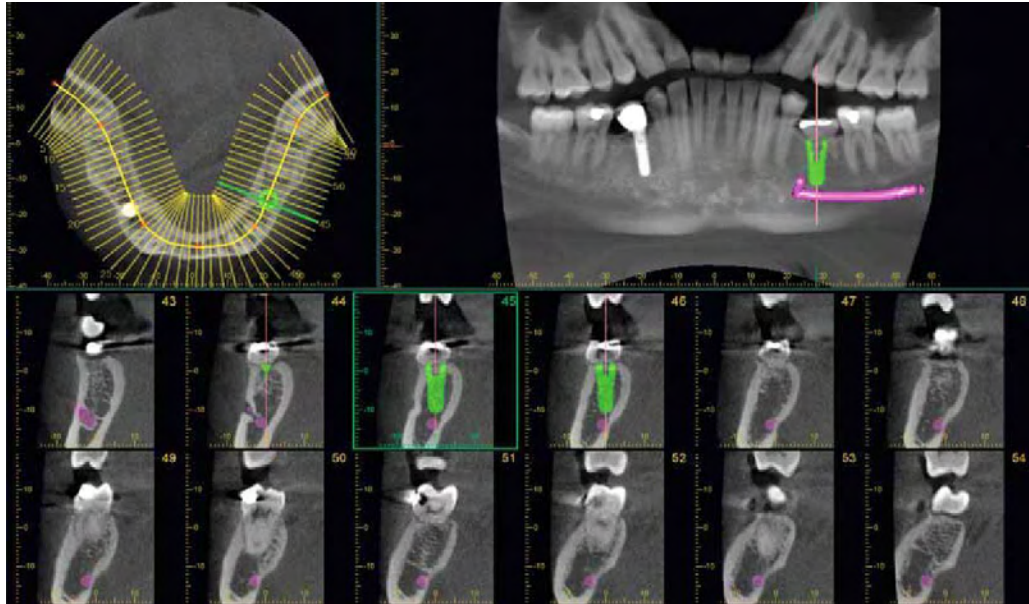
Tomografía Axial Computarizada ³⁸
